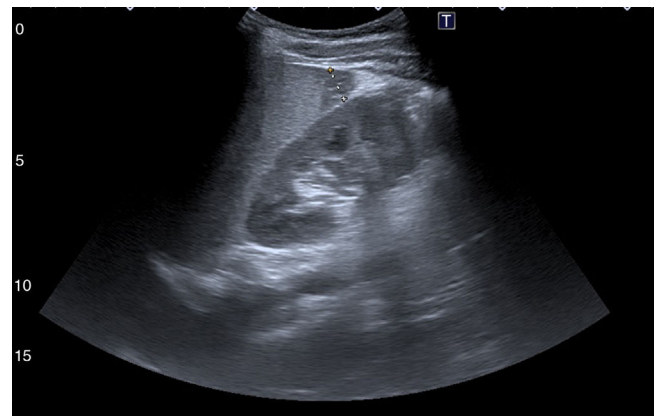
Ecografía de seguimiento que evidencia exclusivamente una pequeña lesión hipodensa, de unos 12-13 mm en polo inferior esplénico.
